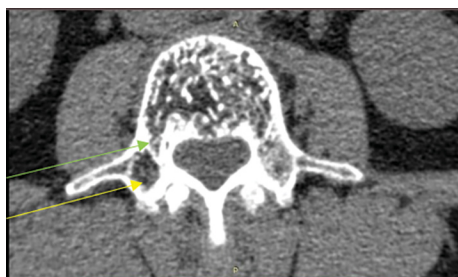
КТ поясничного отдела позвоночника, аксиальный срез через ножку L4 позвонка. Гемангиома занимает более половины тела позвонка, что указывает на её агрессивный рост, переходит на правую ножку (зеленая стрелка) и суставной отросток (желтая стрелка) позвонка; поперечный срез через гемангиому выглядит как «рисунки в горошек»
